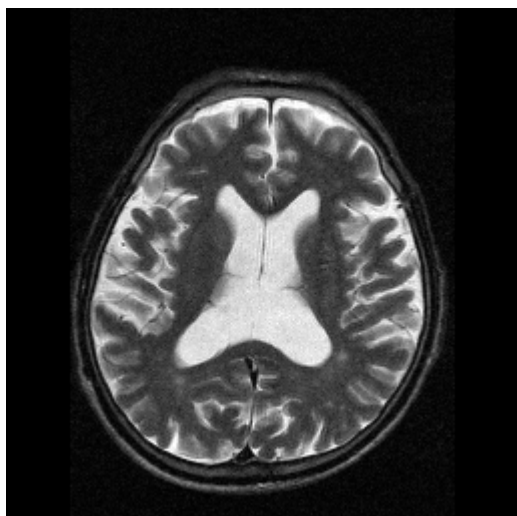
МРТ головного мозга больного С., 58 лет. Расширение борозд конвексимальной поверхности, расширены субарахноидальные пространства. Атрофия коры головного мозга и мозжечка
